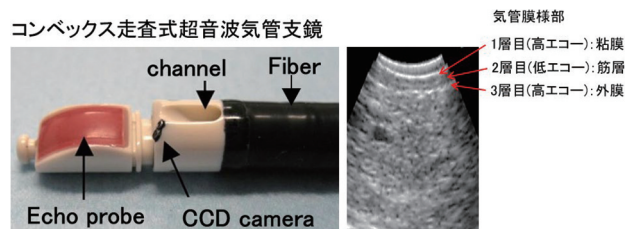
超音波気管支鏡の外観と超音波像 (正常気管膜様部)
